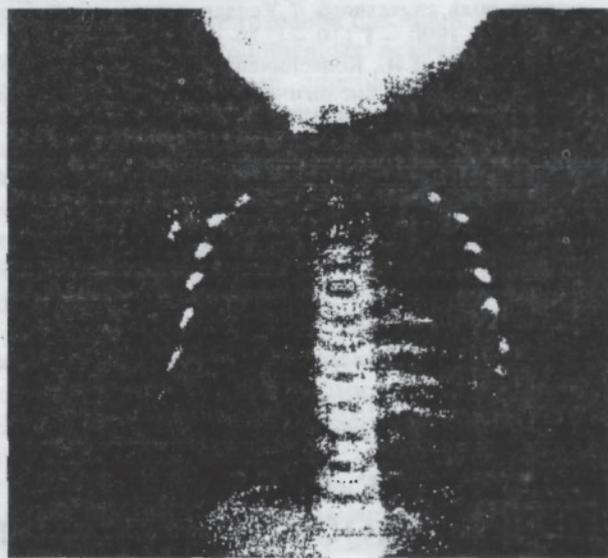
Radiographie pulmonaire de face d'un nouveau-né, à 3 jours de vie, en insuffisance cardiaque secondaire au shunt intracrânien: la cardiomégalie est importante aux dépens de toutes les cavités.
